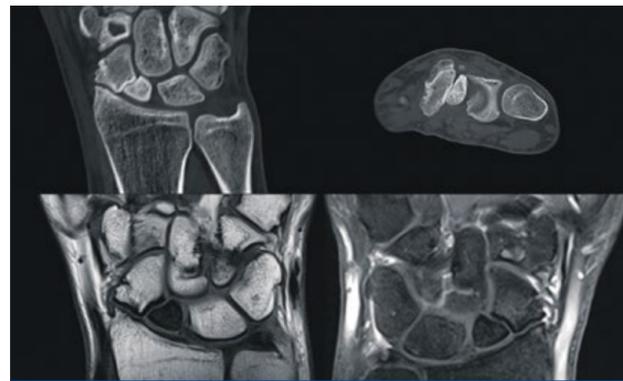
Scaphoidpseudarthrose bei Z. n. nach Fraktur vor > 3 Jahren und fehlender konsequent konservativer bzw. operativer Versorgung. In (a) und (b) CT diagnostisch nachweisbare fehlende knöcherne Konsolidierung und deutlich mehrklosterierte Randstrukturen (Pfeil). Verbreiteter SL Abstand als Hinweis auf Bandruptur. Im MRT nativ T1 cor (c) und nach Kontrastmittelgabe T1 fs cor (d) durch die Signalminderung im proximalen Anteil des Scaphoids (Pfeil) ohne Kontrastmittelaufnahme Zeichen einer avaskulären Osteonekrose.
